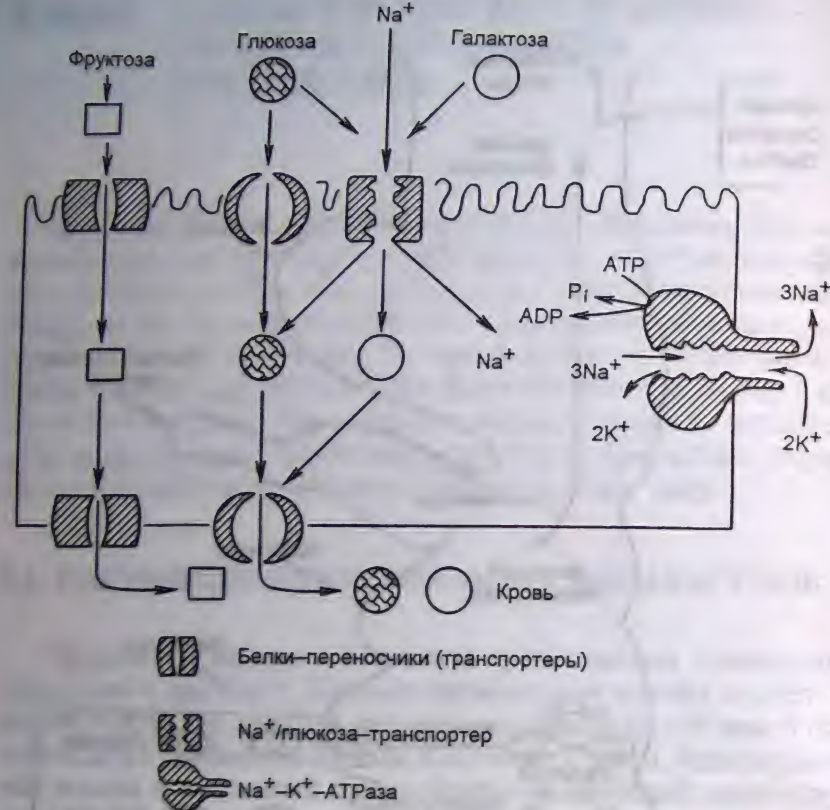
Всасывание углеводов в кишечнике [Dawn B., Marks, 1996]. Всасывание моносахаридов из кишечника происходит путем облегченной диффузии с помощью специальных белков-переносчиков (транспортёров). Кроме того, глюкоза и галактоза транспортируются в энтероцит путем активного транспорта, зависящего от градиента концентрации ионов Na^+ . Белки-транспортёры, зависящие от градиента ионов Na^+ , обеспечивают всасывание глюкозы из просвета кишечника в энтероцит против ее градиента концентрации. Энергия, необходимая для этого транспорта, обеспечивается Na^+/K^+ -АТФазой, которая работает как насос, откачивая из клетки ионы Na^+ в обмен на ионы K^+ . В отличие от глюкозы фруктоза транспортируется системой, не зависящей от градиента натрия.
